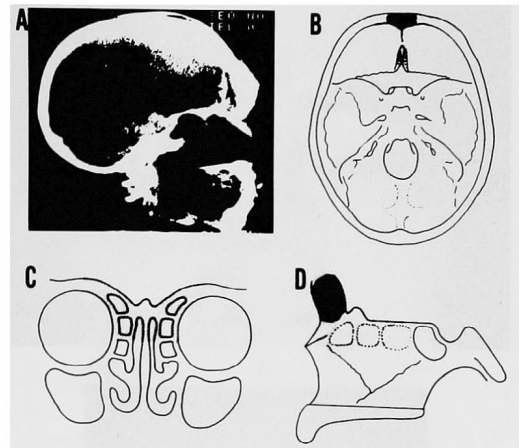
症例F1のCT像(A), 病巣(黒ぬり)と切除(灰色)の範囲(B, C, D)。
